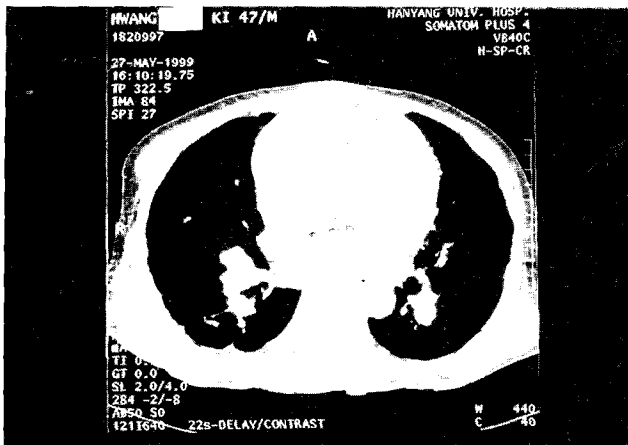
Preoperative chest CT and pulmonary angiography show multiple thromboembolic obstruction in pulmonary arteries and the enlarged superior vena cava and main pulmonary artery.
